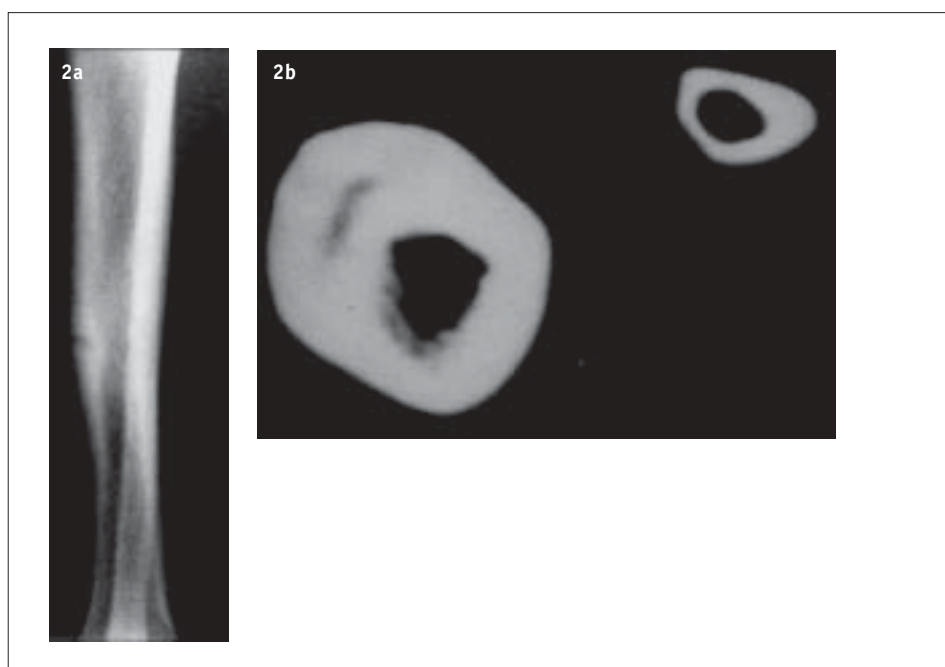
Osteoma osteoides of the tibia [RTG: – significantly thickened cortical layer of the diaphysis; – visible clearing “nidus” accurately imaged on CT]
